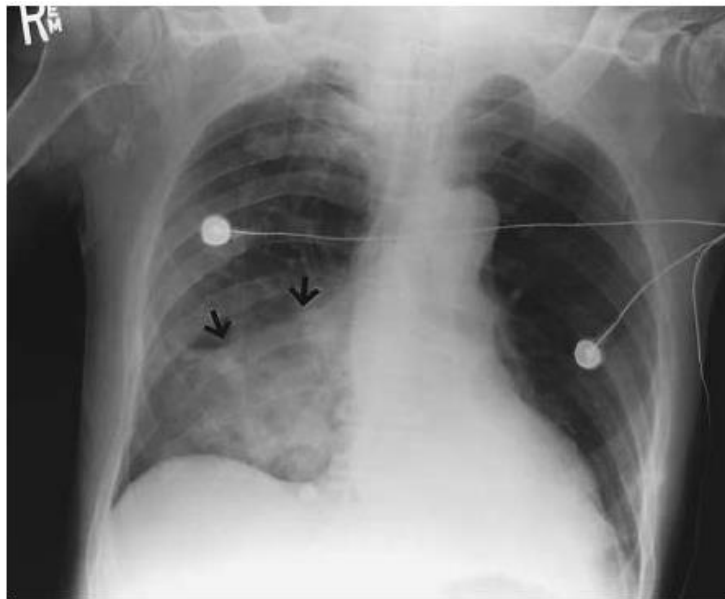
radiographie pulmonaire d'une pneumopathie d'inhalation
